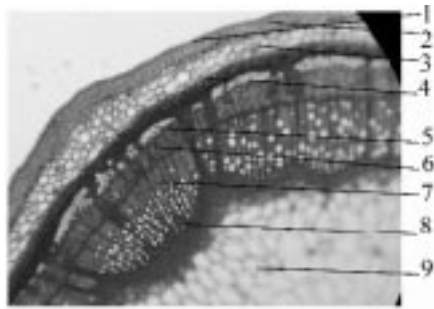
Будова стебла. 1 — епідерма, 2 — пластинчато-кутова коленхіма, 3 — друзи в коровій паренхімі, 4 — перидерма, 5 — товстостінний луб, 6 — тонкостінний луб, 7 — вторинна ксилема, 8 — первинна ксилема, 9 — серцевина.
